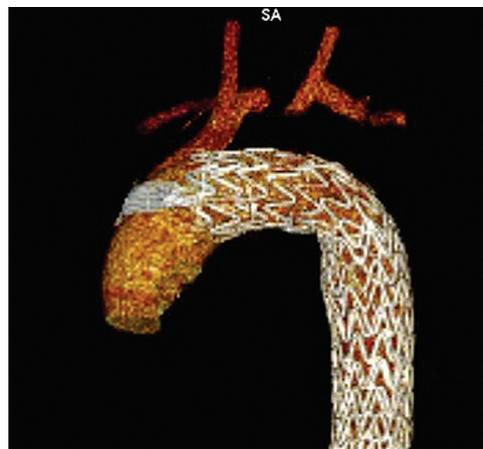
Трёхмерная реконструкция мультиспиральной компьютерной томографии через 10 дней после операции
